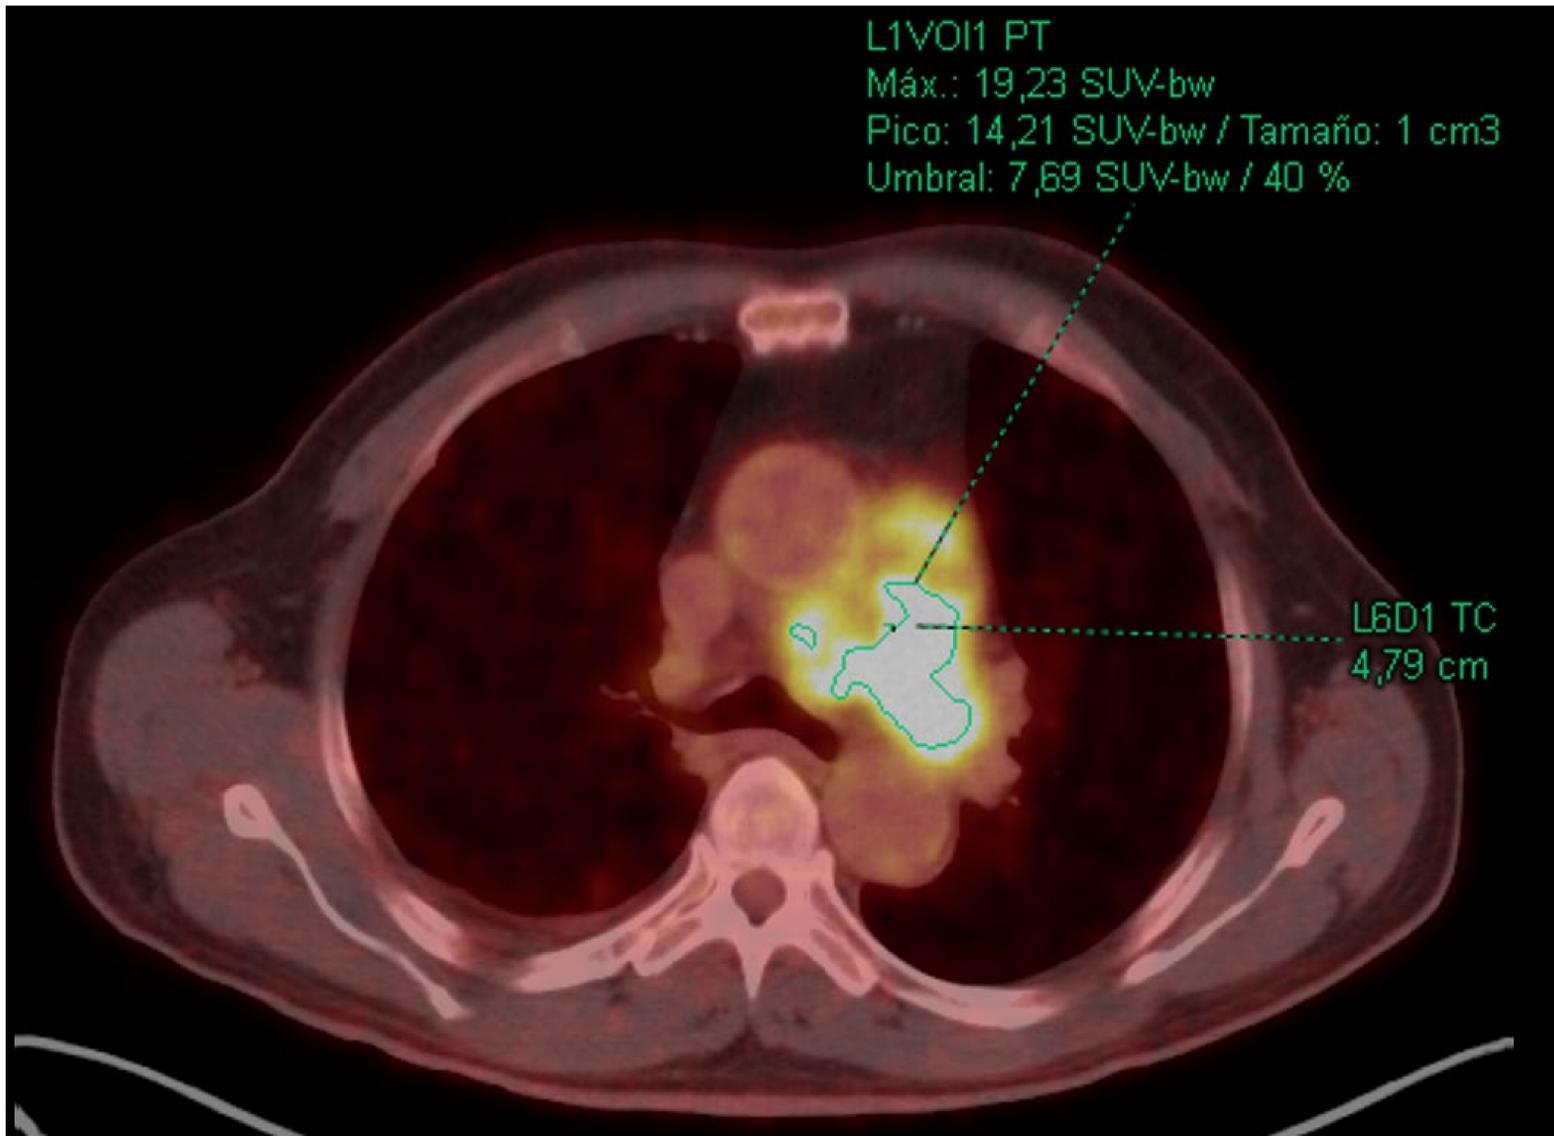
Tomografía por emisión de positrones con ¹⁸F-FDG (PET/TC) realizada en el mismo paciente que mostró una actividad metabólica aumentada dentro de la masa intraluminal. Este patrón metabólico indicó la malignidad de la lesión y supuso un apoyo importante para el diagnóstico de sarcoma de la arteria pulmonar. Posteriormente, se obtuvo confirmación histopatológica después de la resección quirúrgica.
